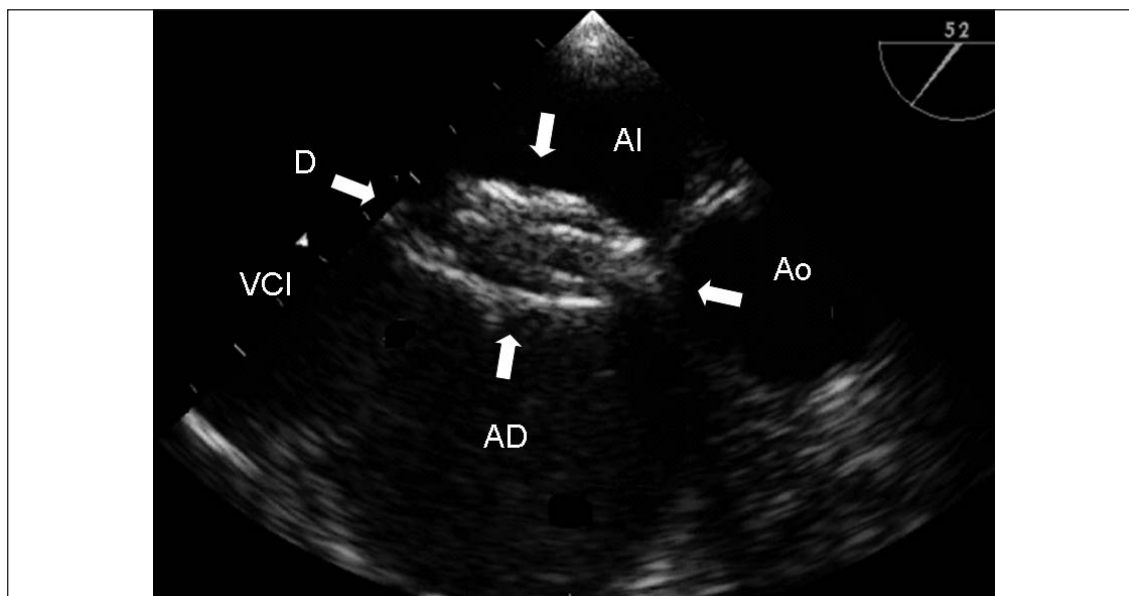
Ecocardiograma transesofágico que permite apreciar el dispositivo (D) posicionado a nivel del séptum interatrial. AI: aurícula izquierda; AD: aurícula derecha; VCI: vena cava inferior; Ao: aorta.
